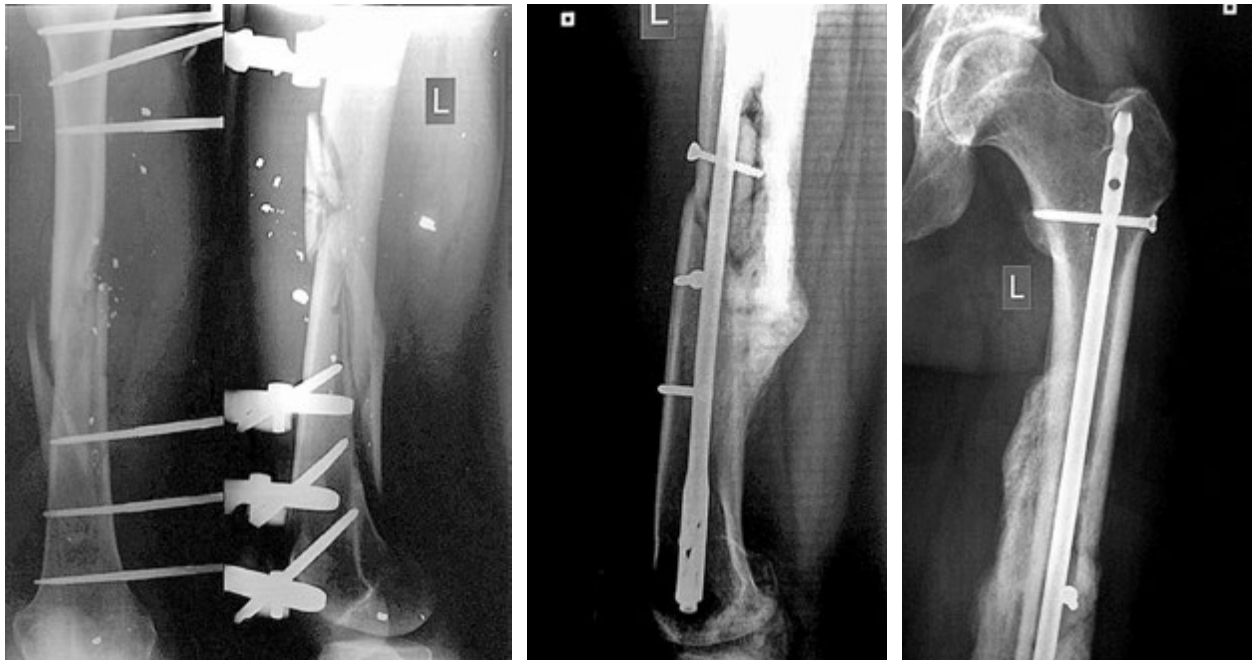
Рентгенограми пацієнта Н. після етапного хірургічного лікування
